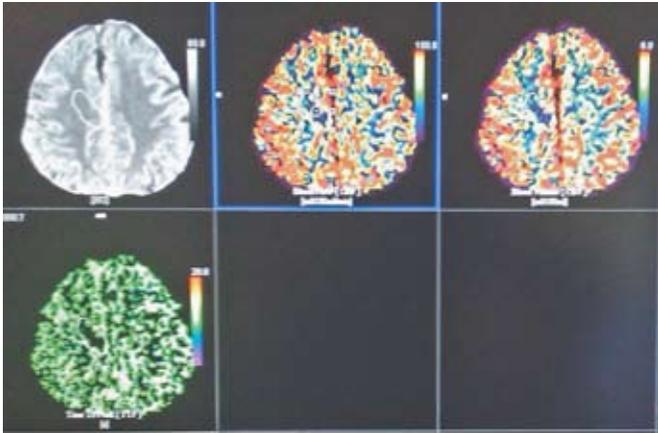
МСКТ-перфузия головного мозга у пациента Н., 72 лет, до каротидной эндартерэктомии. Участок снижения перфузионных показателей в глубоких отделах правой лобной доли (обведено кружком).
